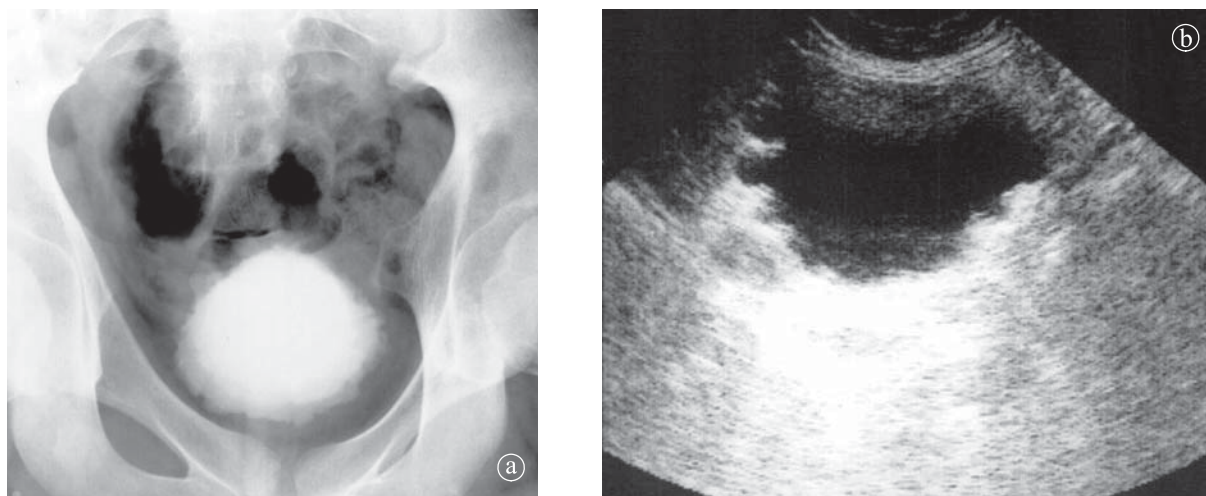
Pseudodiverticuli. Vezică de luptă. a) ecografie b) cistografie.
